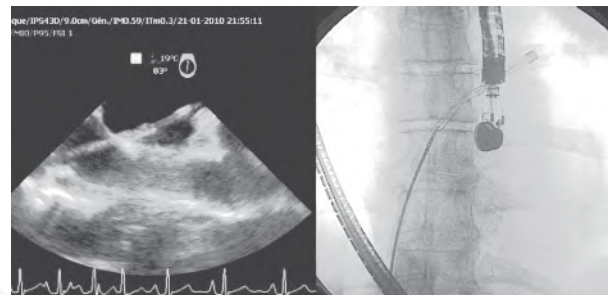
positionnement du cathéter dans l'oreillette gauche via le foramen ovale perméable en échocardiographie transoesophagienne.
